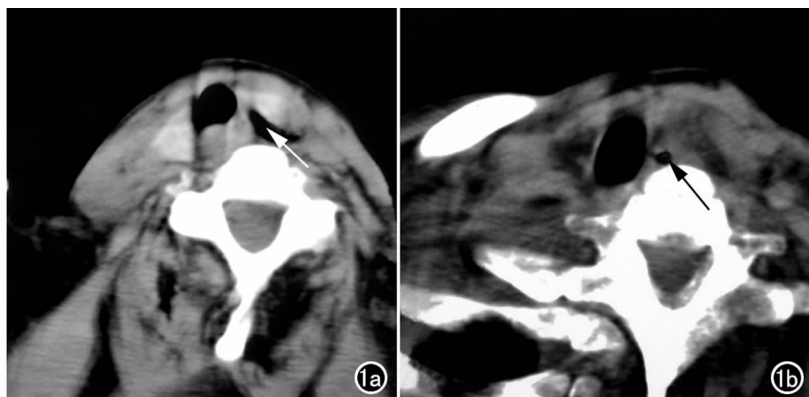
a) CT 示气管左侧软组织内一不规则极低密度影,CT 值与气管内气体密度一致(箭); b) 较低层面 CT,示不规则低密度影(箭)有一细长管道与气管相通。
